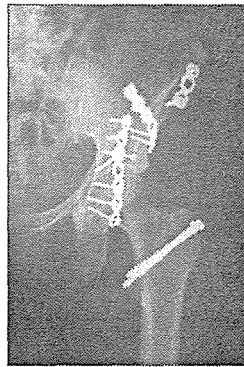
32 yaşında kadın hasta. Trafik kazası sonrası sol asetabulum çift kolon kırığı ön- arka grafisi
